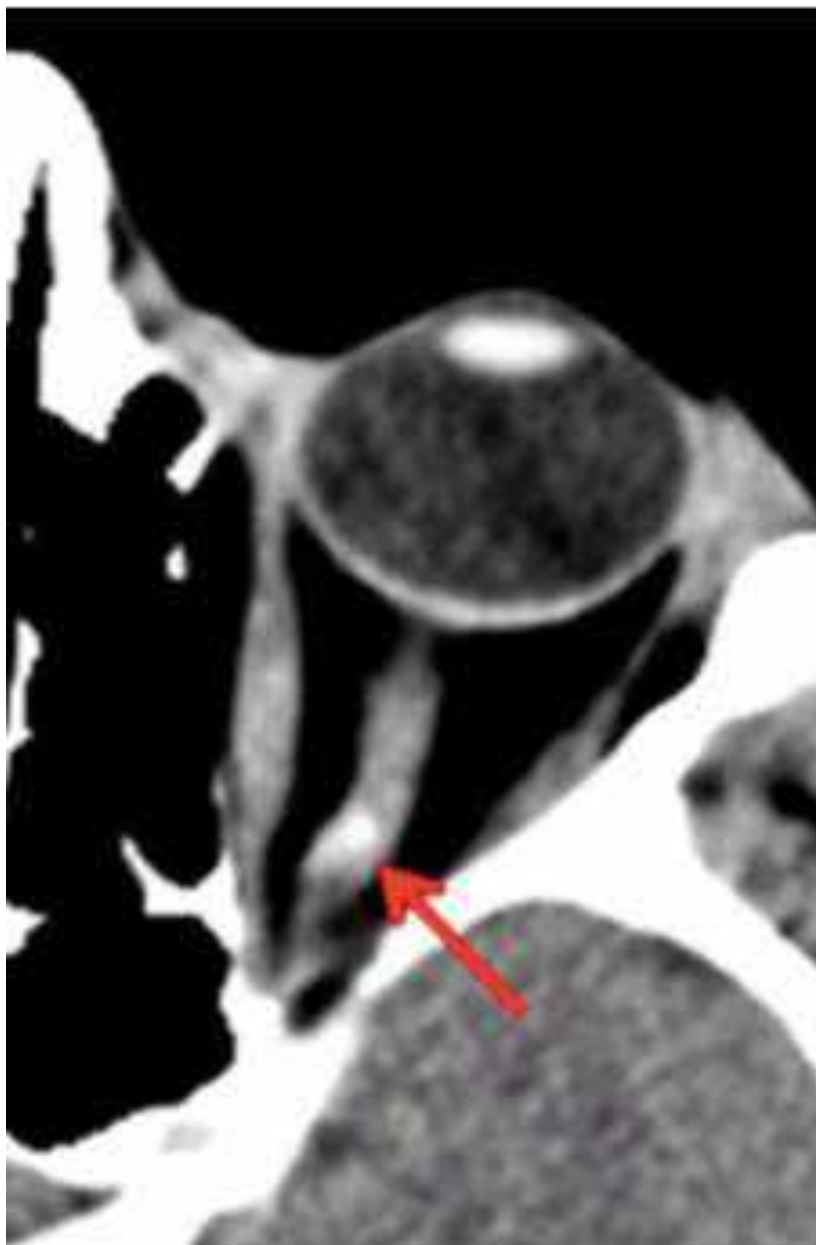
Спостереження №14. КТ хворого Д-ян, 21 років, історія хвороби №4092 демонструє кальцифікацію лівого ЗН (стрілка), що є патогномонічною ознакою МОЗН
